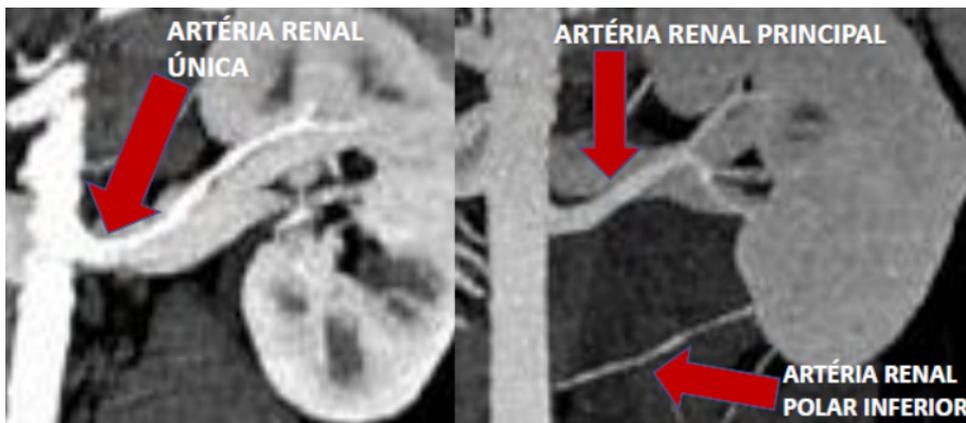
Tomografia de abdome (TC) demonstrando a artéria renal polar inferior como um ramo originado da aorta abdominal.
